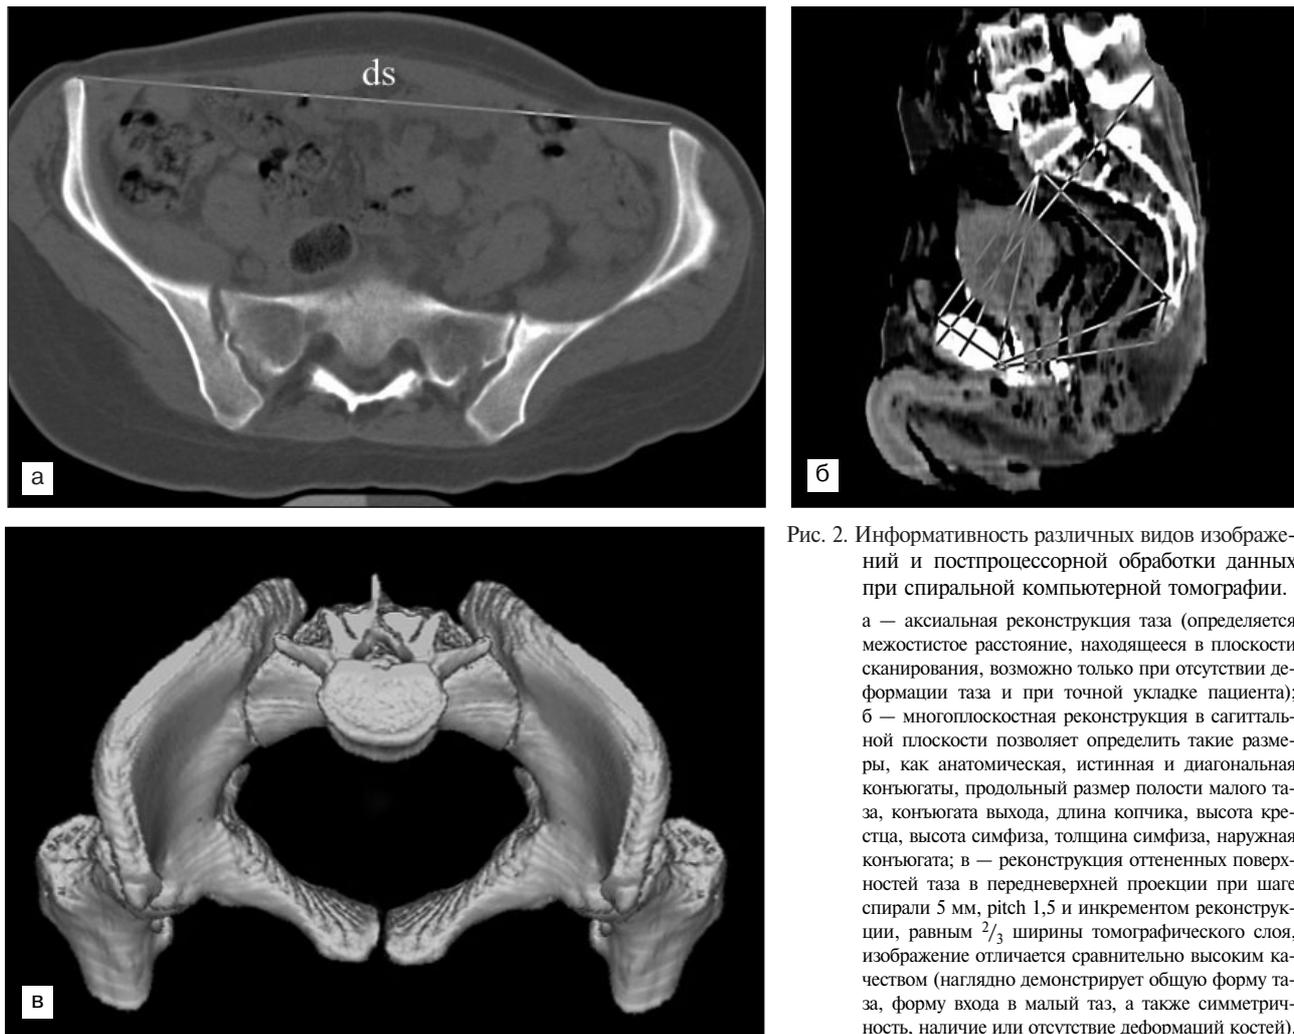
Информативность различных видов изображений и постпроцессорной обработки данных при спиральной компьютерной томографии.
